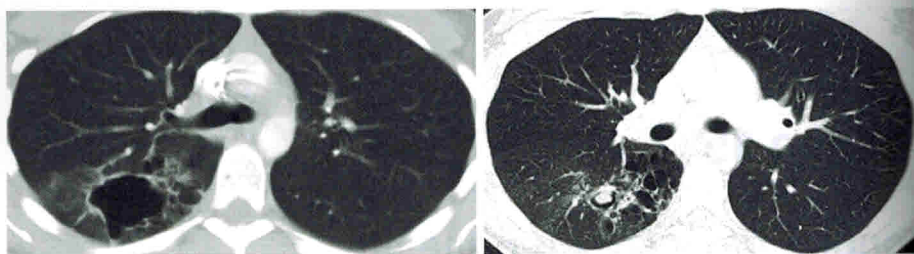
Компьютерная томография органов грудной клетки в легочном режиме врожденная мальформация легочных дыхательных путей типа 1 (слева) и типа 2 (справа). Обратите внимание на одиночную крупную однокамерную кисту размером 5,5 см, окруженную более мелкими кистами в нижней доле правого легкого на изображении слева, и множественные кисты размером 0,5–2,0 см в этой же доле на изображении справа. Одна из кист справа имеет узел внутри кисты с воздушным мениском, характерным для инфекции или мицетомы (указано стрелкой)
